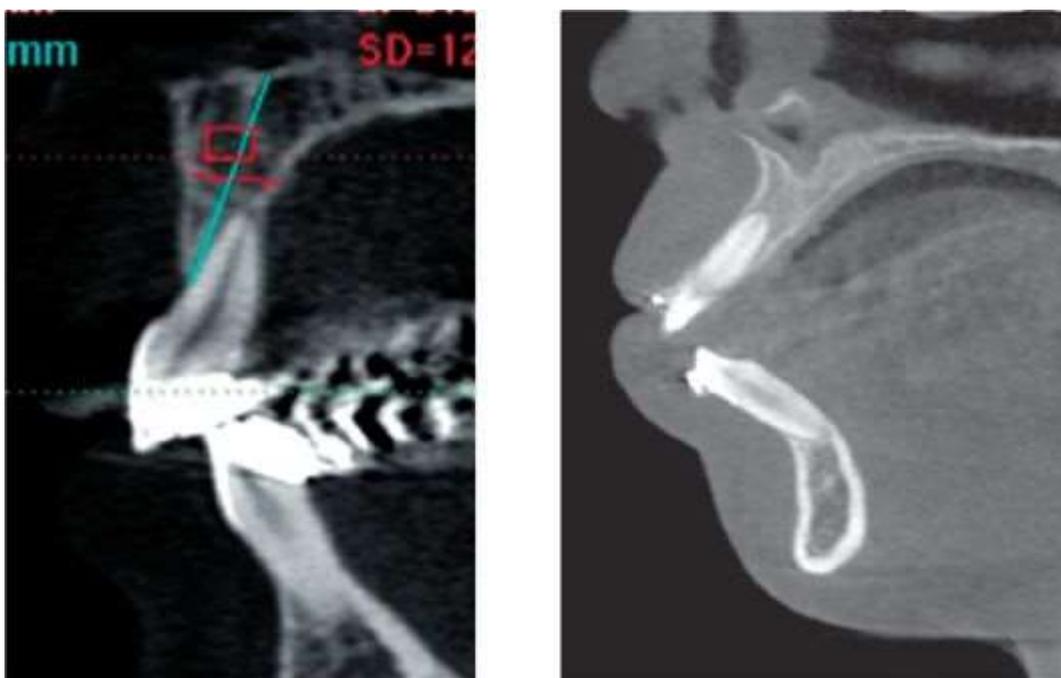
Компьютерная томография для оценки состояния костной ткани
